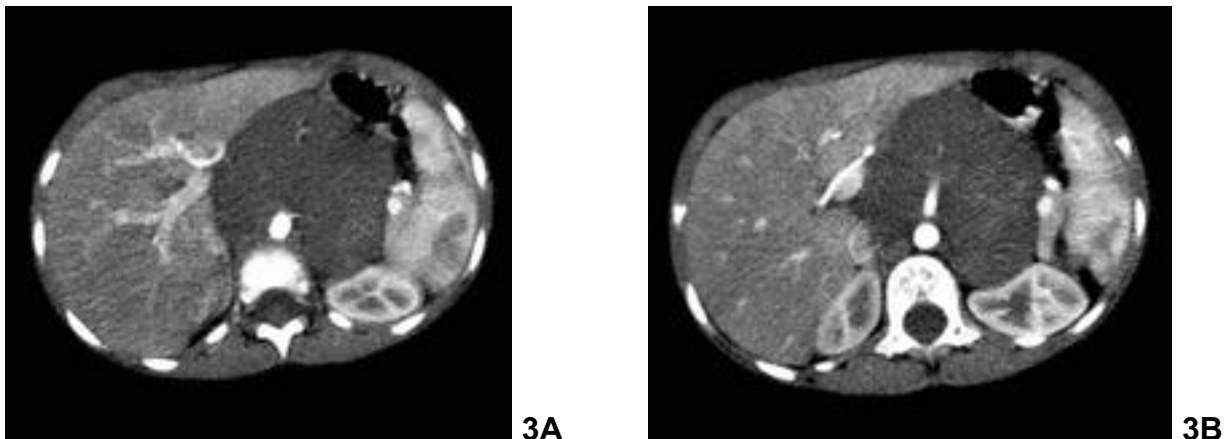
(A) Imagem axial de TC de paciente com diagnóstico confirmado de neuroblastoma que não apresenta deslocamento anterior da aorta abdominal ao nível da suprarrenal contralateral ou em outros níveis abdominais como em (B).
